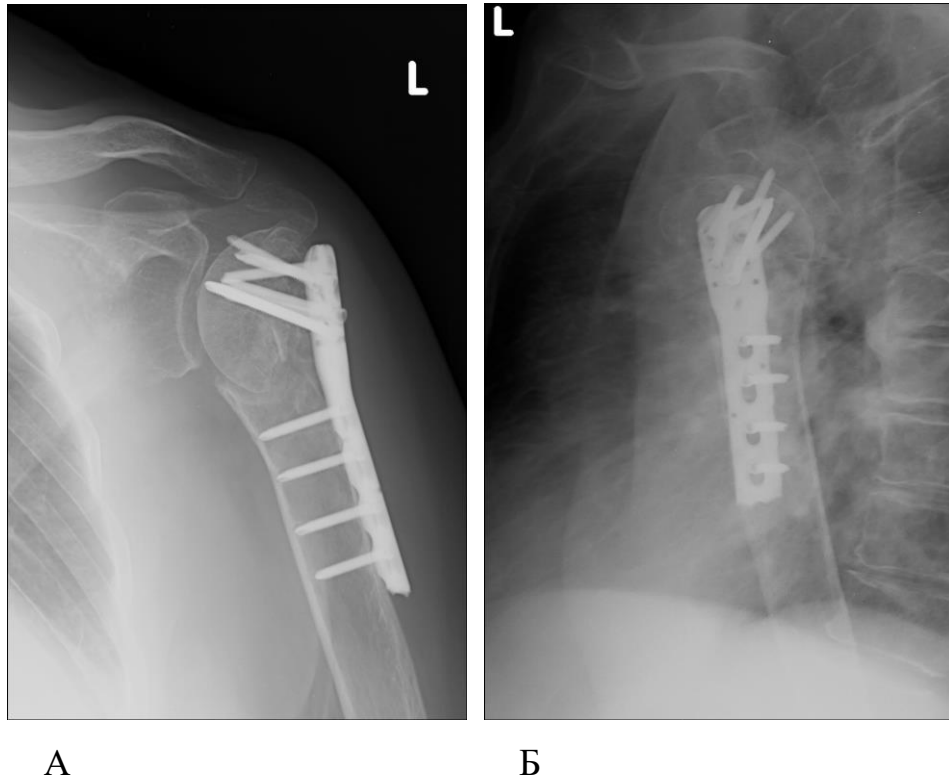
Контрольная рентгенография пациента А. через 6 месяцев после остеосинтеза в трансторакальной проекции (А) и прямой проекции (Б)
